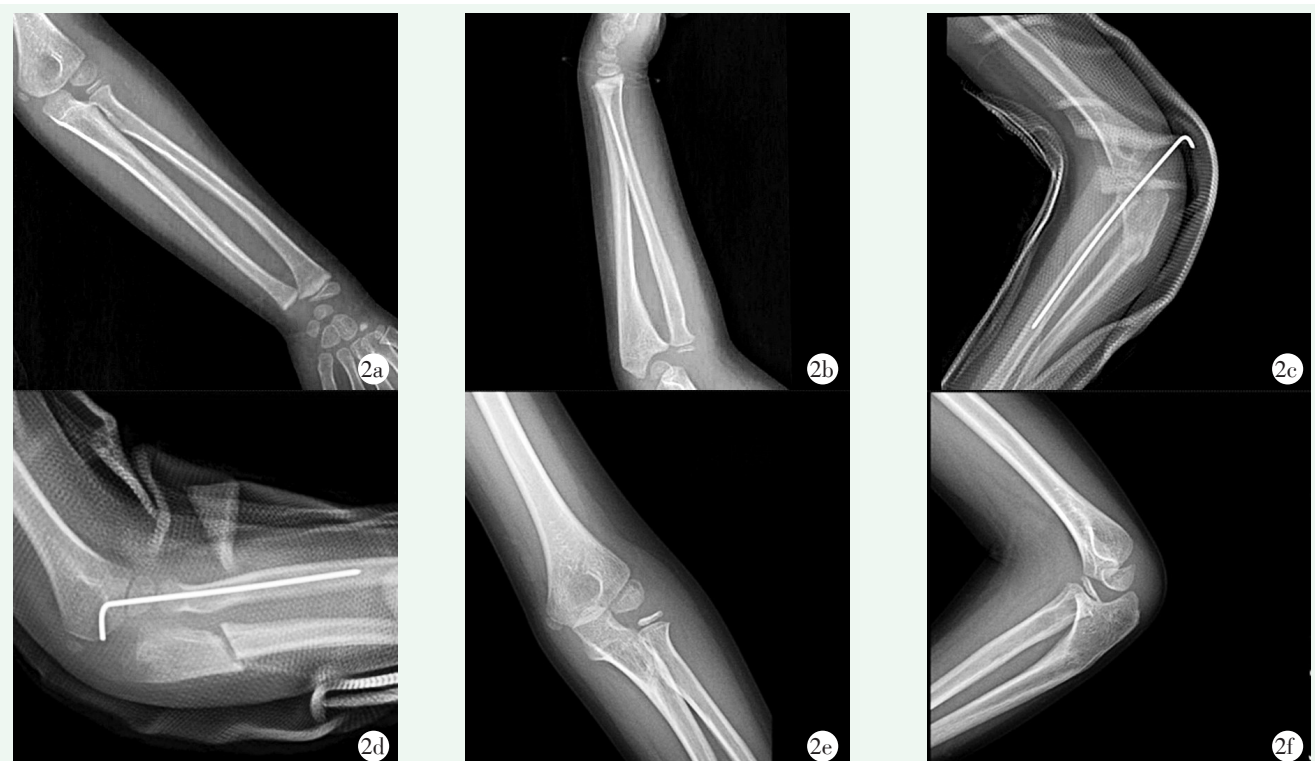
患儿,女,3岁7个月,因“左肘关节外伤后畸形9个月余”入院,行尺骨截骨非内固定治疗 2a,2b:入院时X线片示左桡骨头脱位于前方,尺骨弯曲畸形 2c,2d:术中于冠状突下斜形截骨,纠正成角,将桡骨头复位内固定,尺骨未固定 2e,2f:术后12个月X线片示桡骨头在位,关节活动无受限
